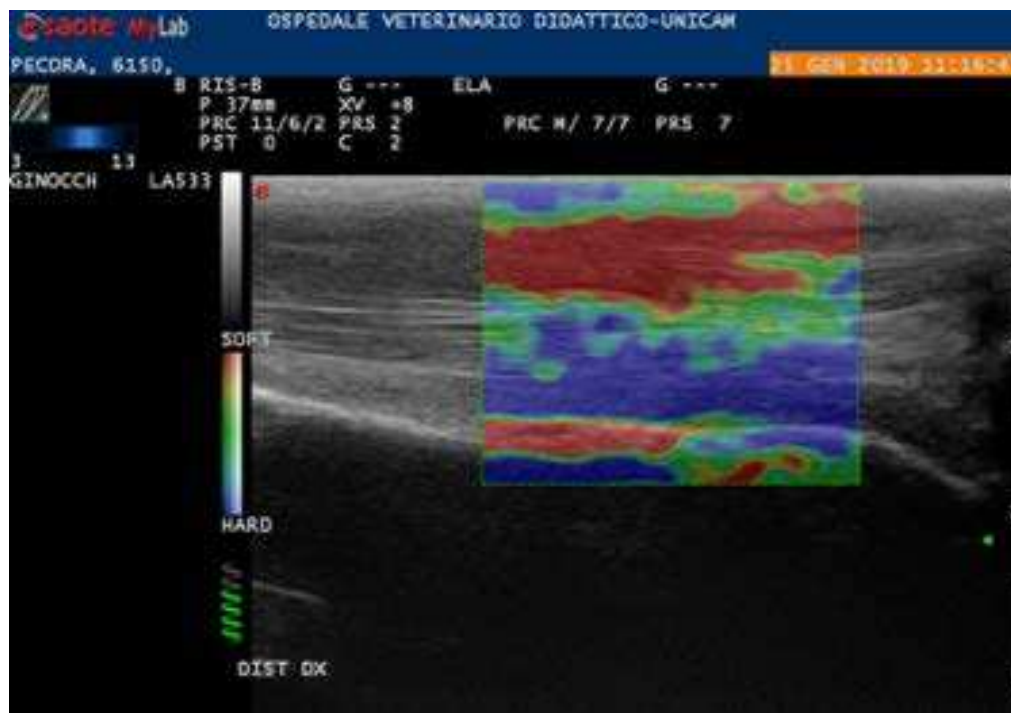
Elastosonogramma in scansione longitudinale del tendine di Achille trattato a 60 giorni dall'induzione della lesione (T_3), follow up finale. Si nota che il tendine ha riacquisito una certa rigidità (colore blu).
